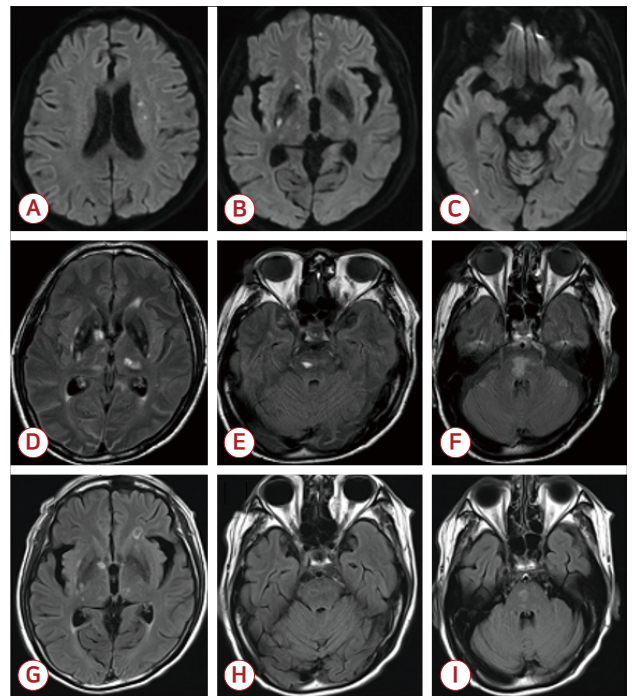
Diffusion restriction lesion were observed in the (A) left corona radiata, (B) right basal ganglia and left frontal cortex, (C) right temporal lobe. Hypertintense signals on initial FLAIR images in the (D) right basal ganglia and left thalamus, (E) right midbrain, (F) bilateral pons. Decreased number of lesions with hypertintense signals on FLAIR images after steroid pulse treatment images in the (G) right basal ganglia and left thalamus, (H) right midbrain, (I) bilateral pons. FLAIR; fluid attenuated inversion recovery imaging.
